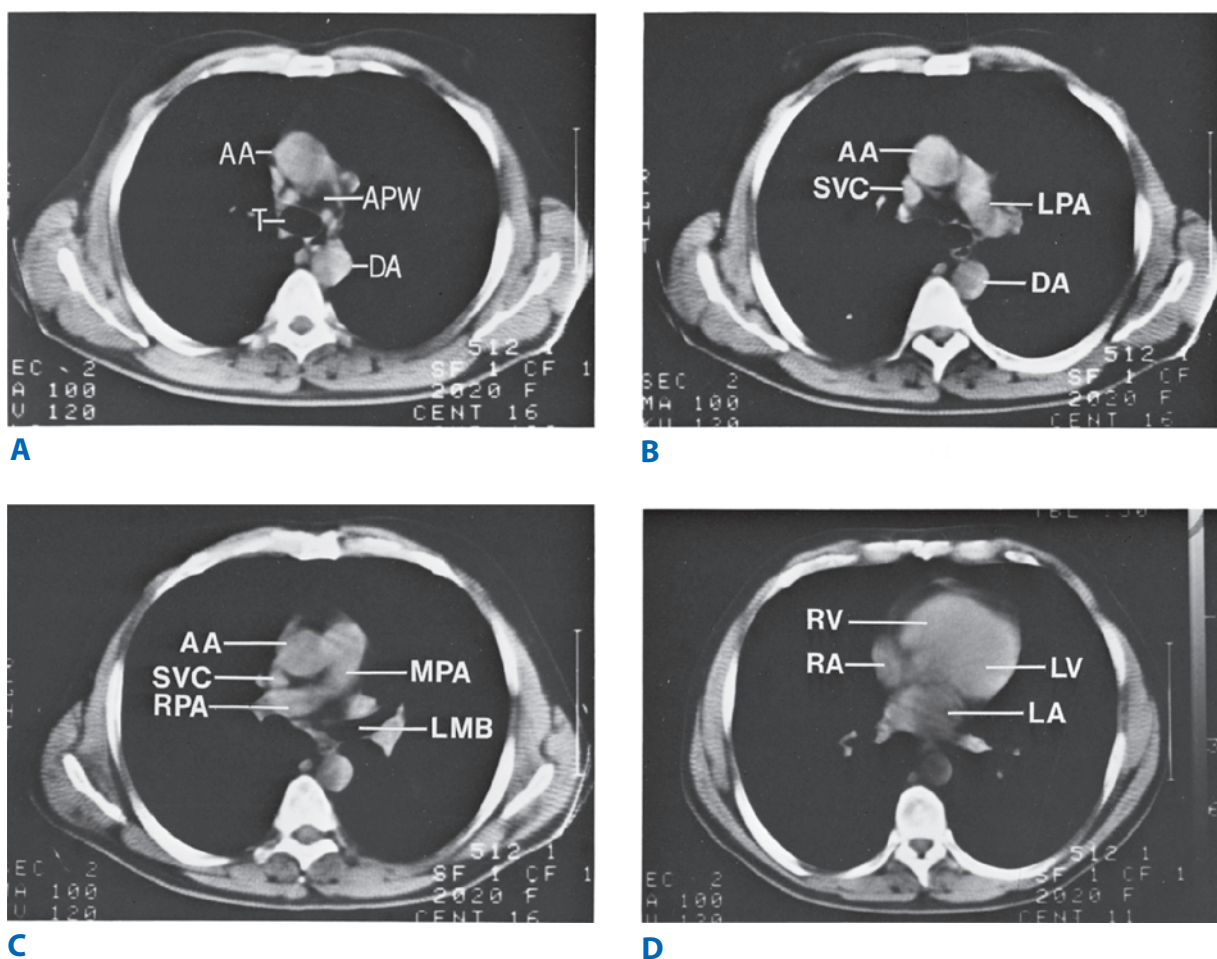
Tomografía computarizada helicoidal que muestra la anatomía normal del tórax en un corte transversal en cuatro niveles. A. Al nivel de la bifurcación de la tráquea puede observarse la ventana aorticopulmonar. B. En un corte ubicado 1 cm por debajo de la imagen mostrada en A puede observarse el origen de la arteria pulmonar izquierda. C. En el siguiente nivel más cefálico puede observarse el origen del trayecto de la arteria pulmonar derecha. Puede observarse el bronquio del lóbulo superior izquierdo en su origen a partir del bronquio principal izquierdo. D. En la imagen del tórax bajo pueden observarse las cavidades cardíacas y las venas pulmonares. AA, aorta ascendente; APW, ventana aorticopulmonar; DA, aorta descendente; LA, ventrículo izquierdo; LMB, bronquio principal izquierdo; LPA, arteria pulmonar izquierda; MPA, tronco pulmonar; RA, aurícula derecha; RPA, arteria pulmonar derecha; RV, ventrículo derecho; SVC, vena cava superior; T, tráquea.
